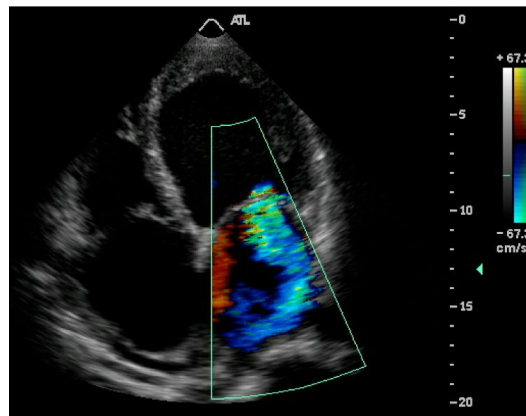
Vista apical 4C com insuficiência mitral, jato excêntrico.
